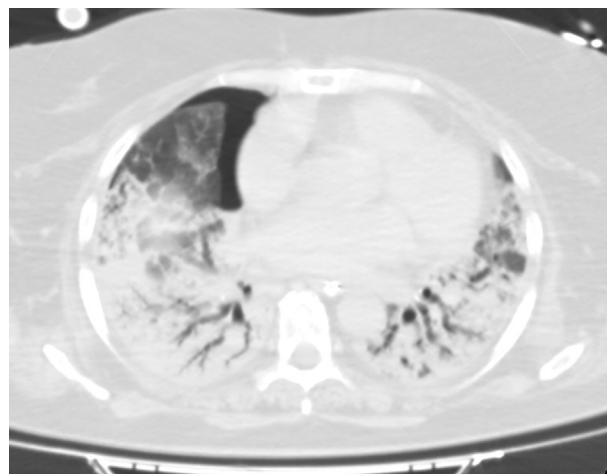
Corte de la TC torácica. Pequeña cámara anterior de neumotórax. Parénquima pulmonar con broncograma aéreo.
